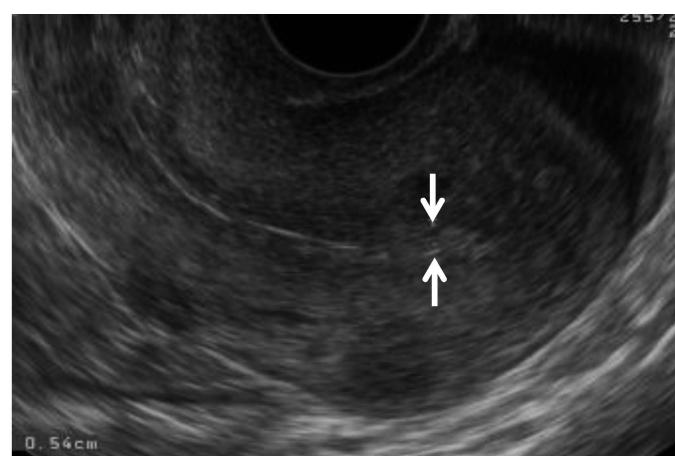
凍結融解胚移植前の子宮内膜の経腔超音波検査所見
